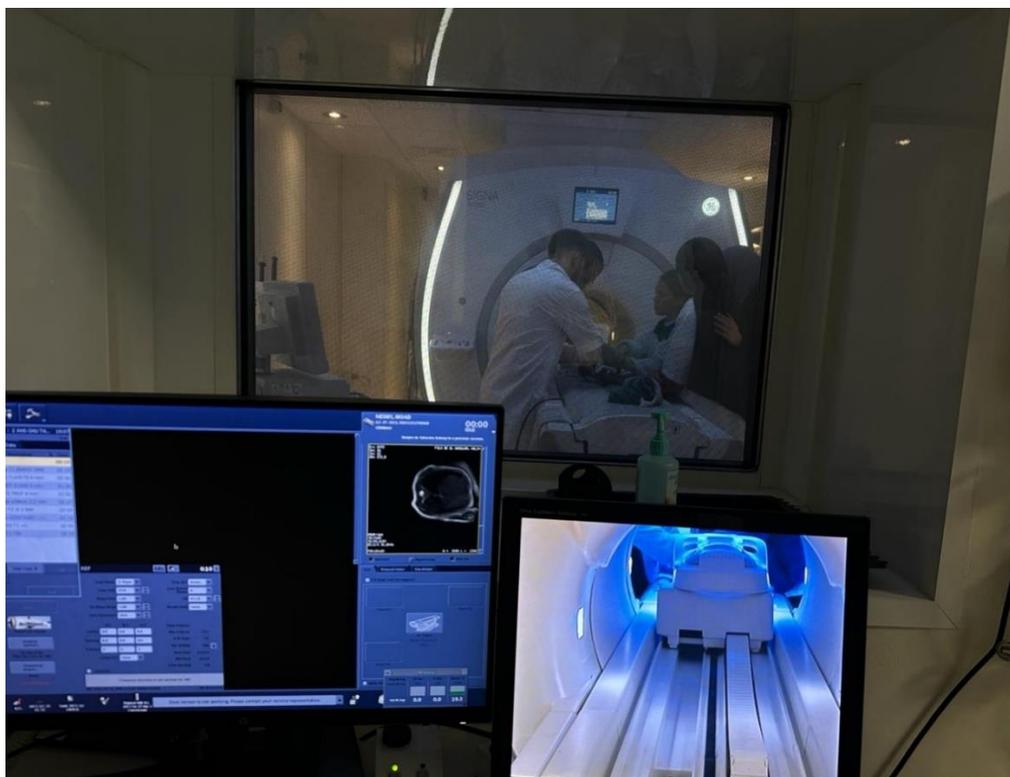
console pour surveillance IRM
